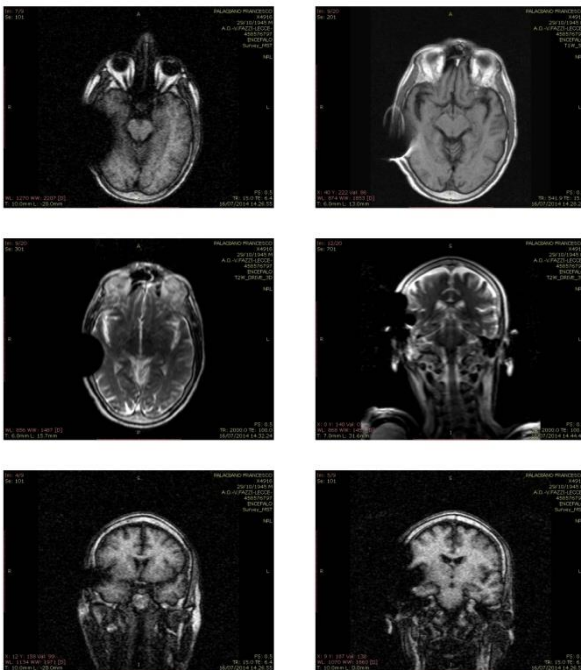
RMN cerebrale con IC e magnete rimosso
